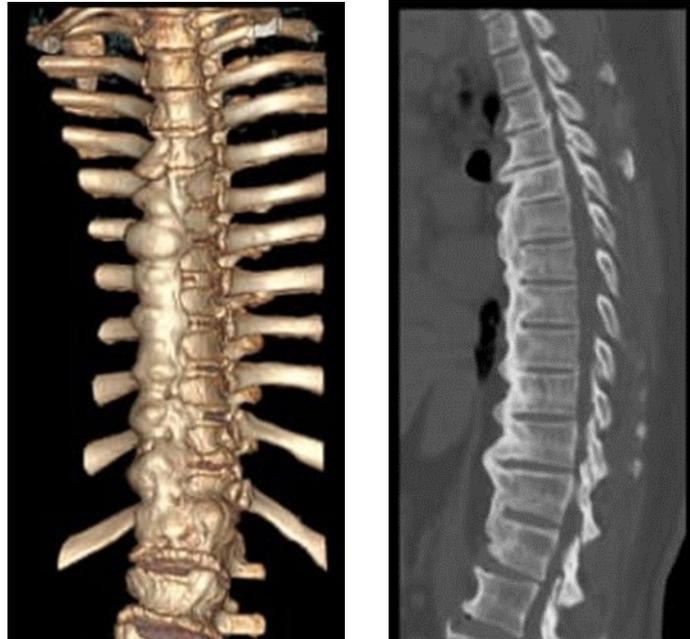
TC Dorsal. Izquierda: Reconstrucción 3D TC columna dorsal, Derecha: Corte sagital, TC columna dorsal, donde se evidencia osificación difusa de ligamento longitudinal anterior. Fuente: Imágenes del autor.
